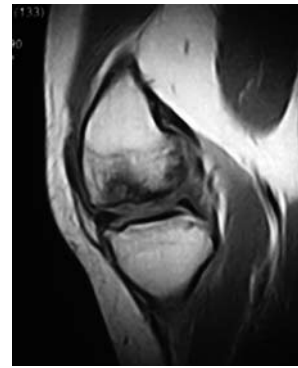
МРТ картина болезни Кёнига медиального мыщелка бедра у больной А.
